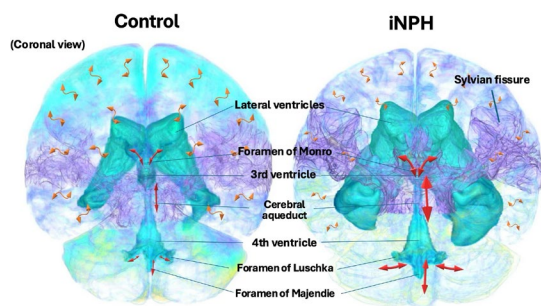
図 iNPH と対照群における IVIM と 4D flow MRI の差の概念図
